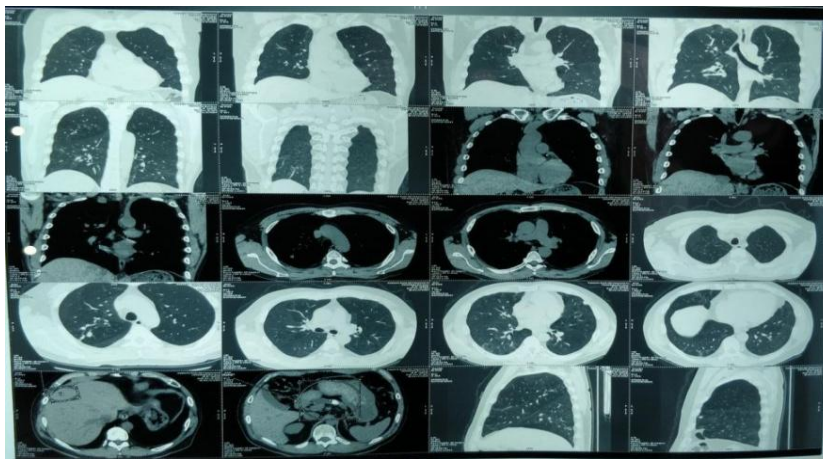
Компьютерная томография ОГК 21.12.2020 г.
